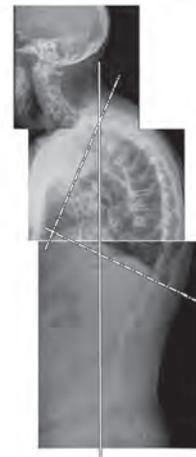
Combined x-ray image of all parts of the spine in the sagittal projection of the patient E., 86 years, diagnosis — dorsopathy, 3 type of statics of the spine
